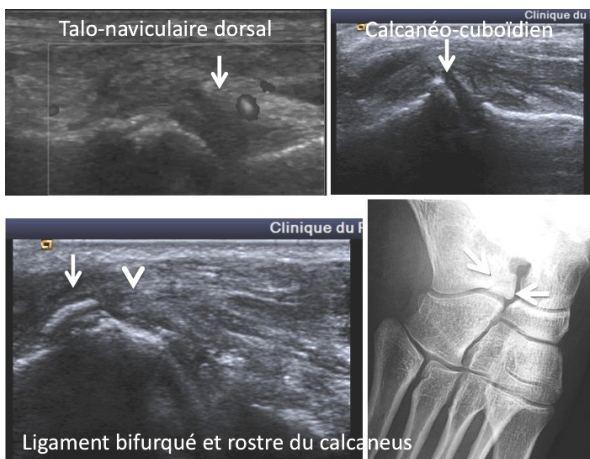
ligaments du Chopart, entorses. Coupe échographique sagittale dorsale sur le ligament talo-naviculaire dorsal. Coupe échographique axiale latérale sur le ligament calcanéo-cuboïdien. Coupe échographique sagittale et cliché simple en trois quarts déroulé du pied montrant une fracture du rostre de calcaneus correspondant à une avulsion du ligament bifurqué
